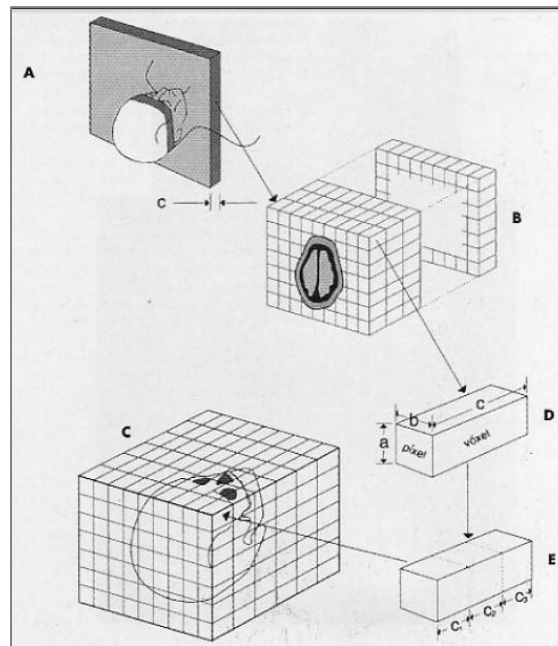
Formación de imágenes en TC. ⁽²⁷⁾
